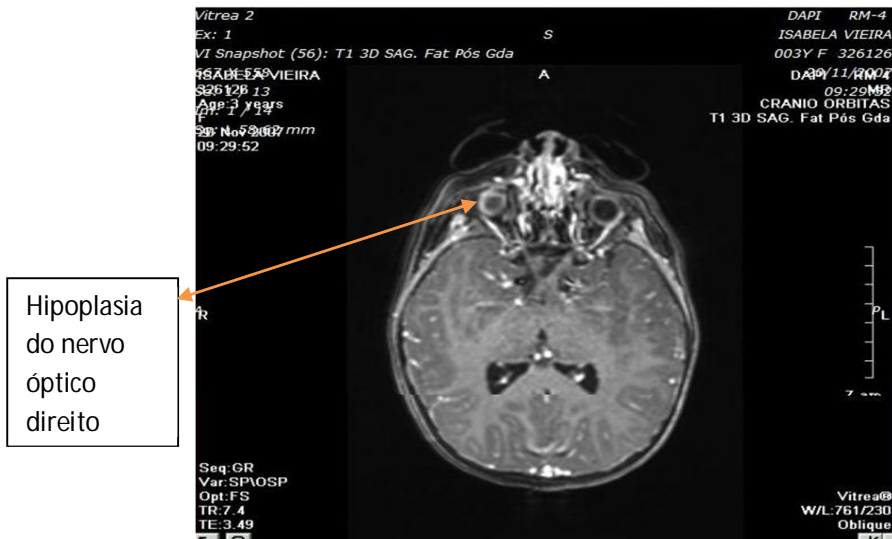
Ressonância magnética da paciente I. S. V. evidenciando agenesia do septo pelúcido e hipoplasia do nervo óptico direito.
